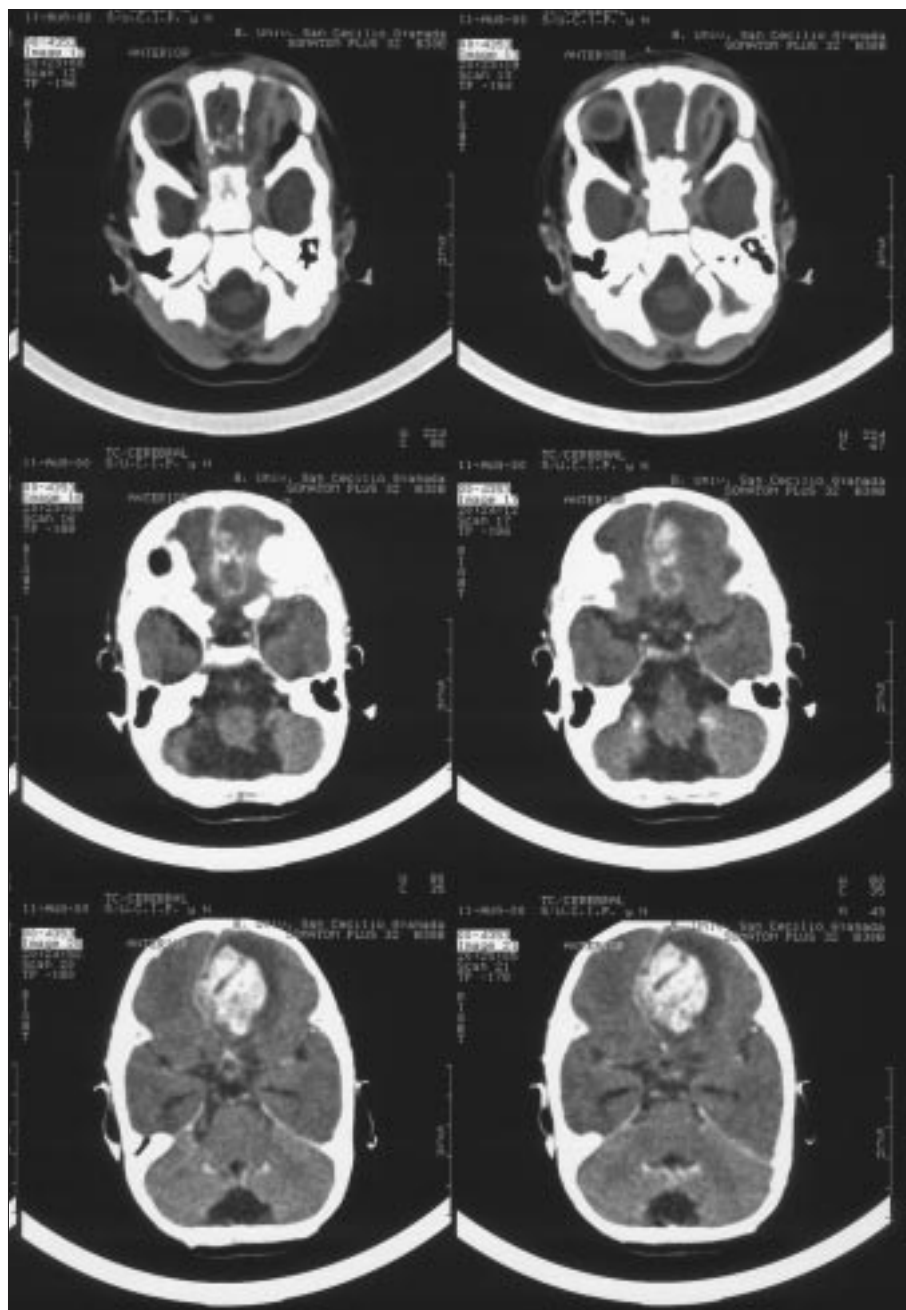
TC craneal del paciente donde se aprecia absceso cerebral en lóbulo frontal izquierdo.
